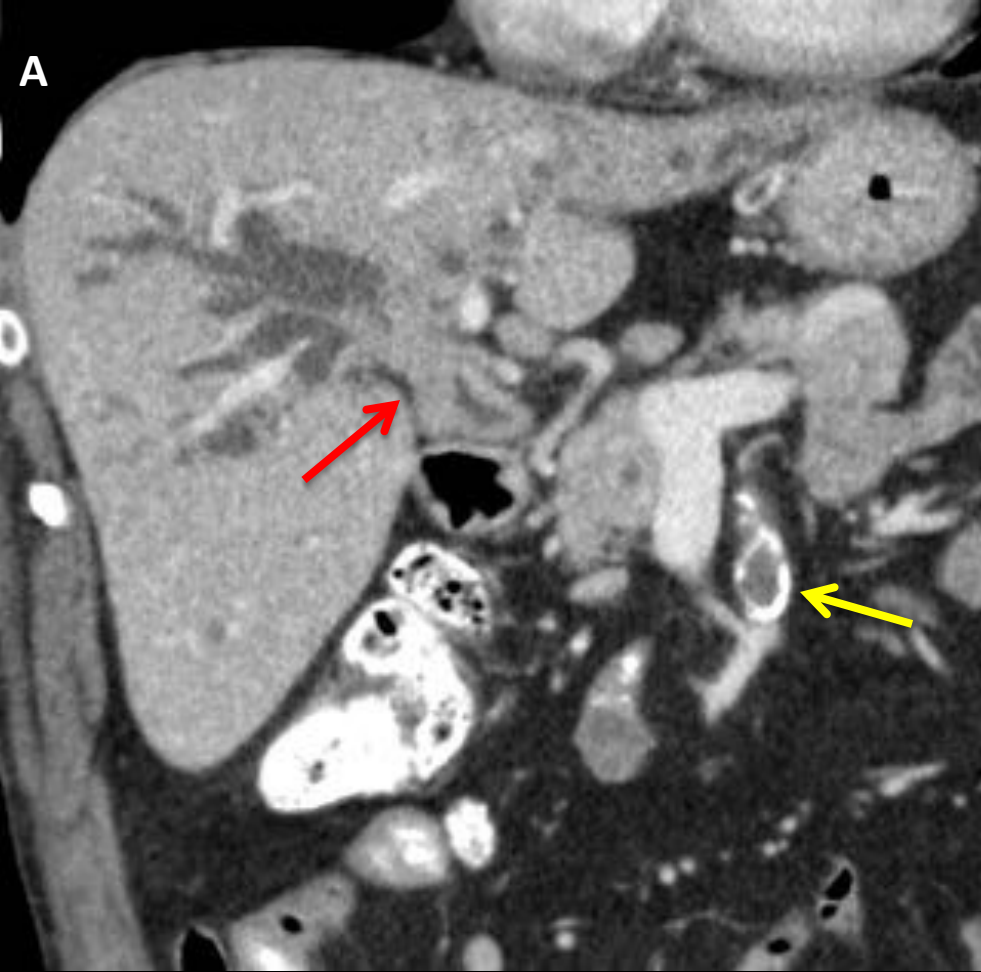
Colangiopatía por IgG4. Reconstrucción coronal (A) y TC axial (B) donde se muestra dilatación de la vía biliar intrahepática y engrosamiento en la pared de los radicales biliares del lóbulo izquierdo, así como del colédoco. Se visualiza parcialmente aneurisma trombosado de la AMS (flecha amarilla)
